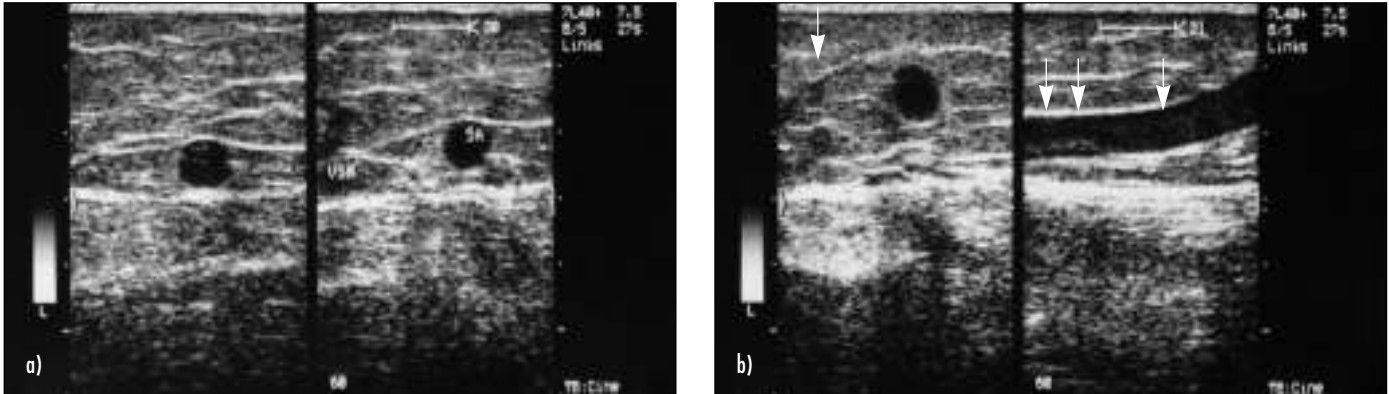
Sonographie der Vena saphena magna; a) Links: Querschnitt durch den Oberschenkel ca. 15 cm unterhalb der Leistenbeuge, gedehnte Vena saphena magna (Vene mit Reflux im Duplex; hier nicht dargestellt). Rechts: 5 cm tiefer, Vena saphena magna nicht mehr refluxiv, kräftiger Seitenast hat sich abgetrennt und verlässt die Faszie 2 cm weiter distal. b) Links: Querschnitt durch dasselbe Bein, 2 cm weiter distal (Seitenast außerhalb der Faszie, Pfeil auf Vena saphena magna). Rechts: Längsschnitt auf dem Seitenast (im proximalen Anteil noch subfaszial (Pfeile), im distalen Anteil extrafaszial verlaufend)
